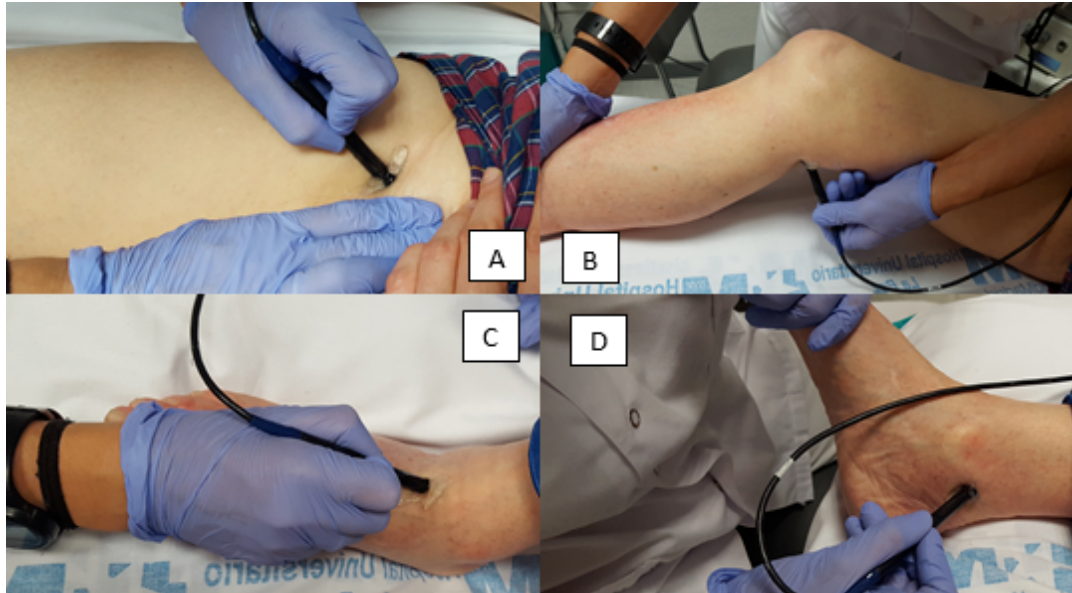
Sonda Doppler sobre arteria femoral común (A), arteria poplítea (B), arteria tibial posterior (C) y arteria pedia (D).
